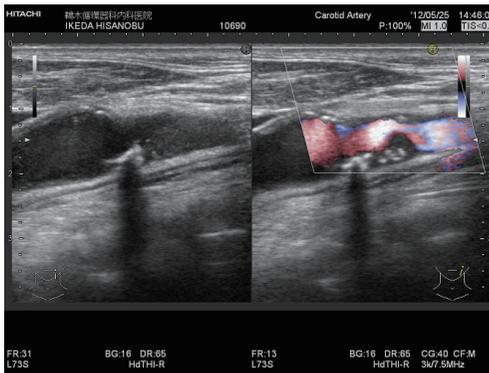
b. 1年半後、プラークは斑状にエコー輝度の増加した部分を認め、潰瘍形成も認める。
